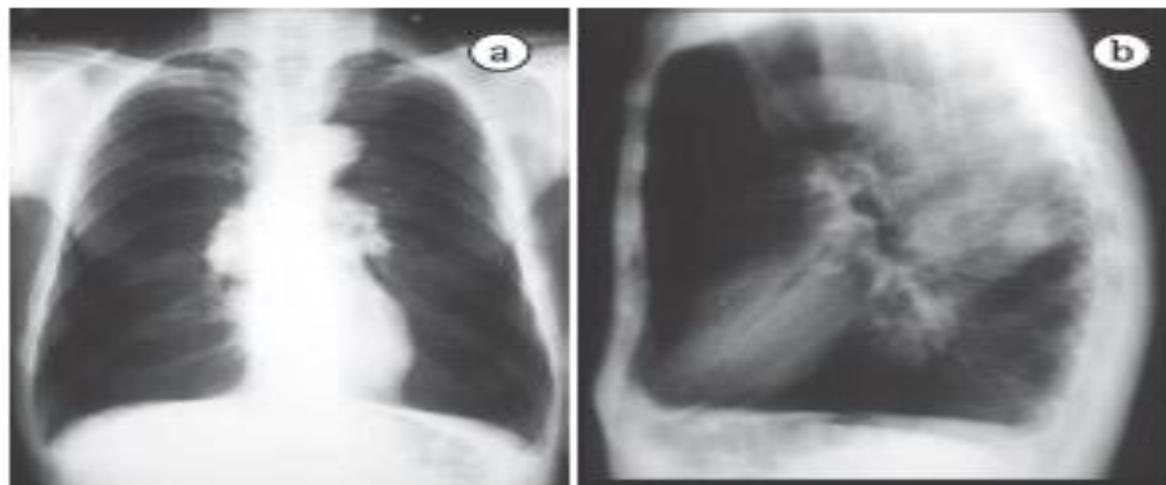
Radiografias de tórax em incidência frontal (a) e lateral (b), mostrando massa esférica de 5 cm de diâmetro. Reproduzida com permissão.^[37]
